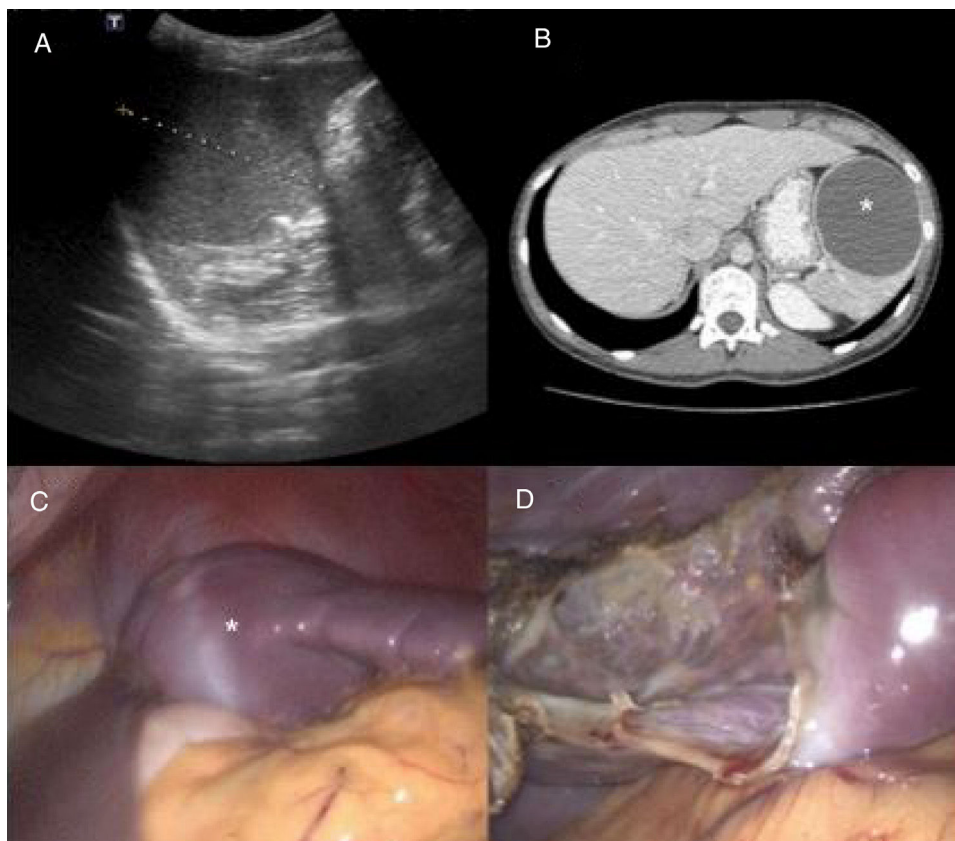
A) Ecografía abdominal prequirúrgica: lesión esplénica de 7 cm de diámetro con escaso refuerzo acústico y contornos bien definidos. B) Tomografía computarizada prequirúrgica: lesión ovalada bien definida, compatible con quiste esplénico (asterisco). Nótese el desplazamiento del estómago. C) Imagen intraoperatoria laparoscópica. Quiste esplénico (asterisco) que comprime el estómago antes de la fenestración. D) Imagen intraoperatoria laparoscópica. Parénquima esplénico remanente tras la fenestración.
